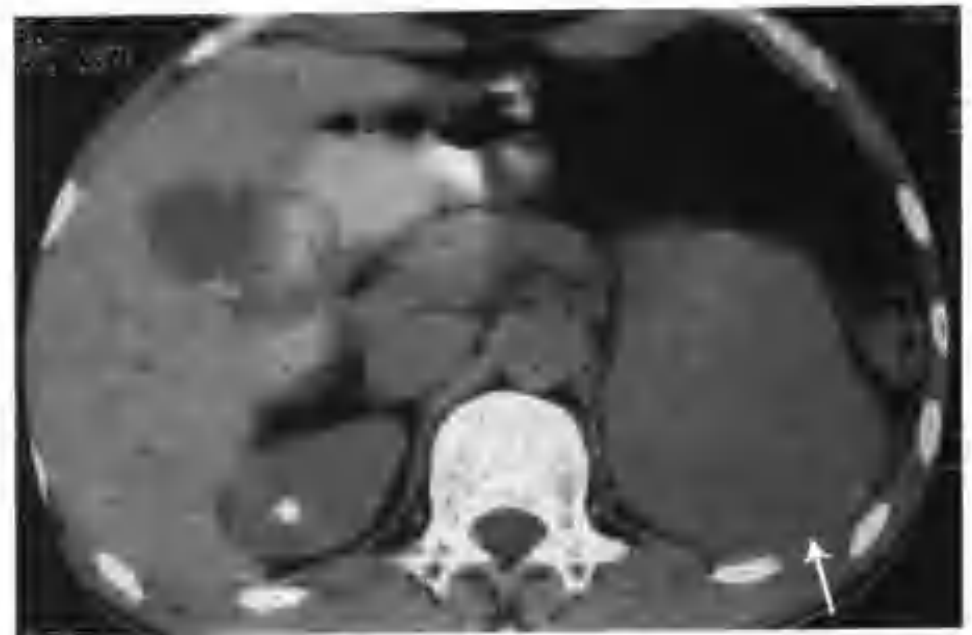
左肾细胞癌（颗粒细胞为主，CT 示左肾上极肿物大小为 8.0cm × 8.5cm × 9.0cm，平扫呈等密度（箭头））
